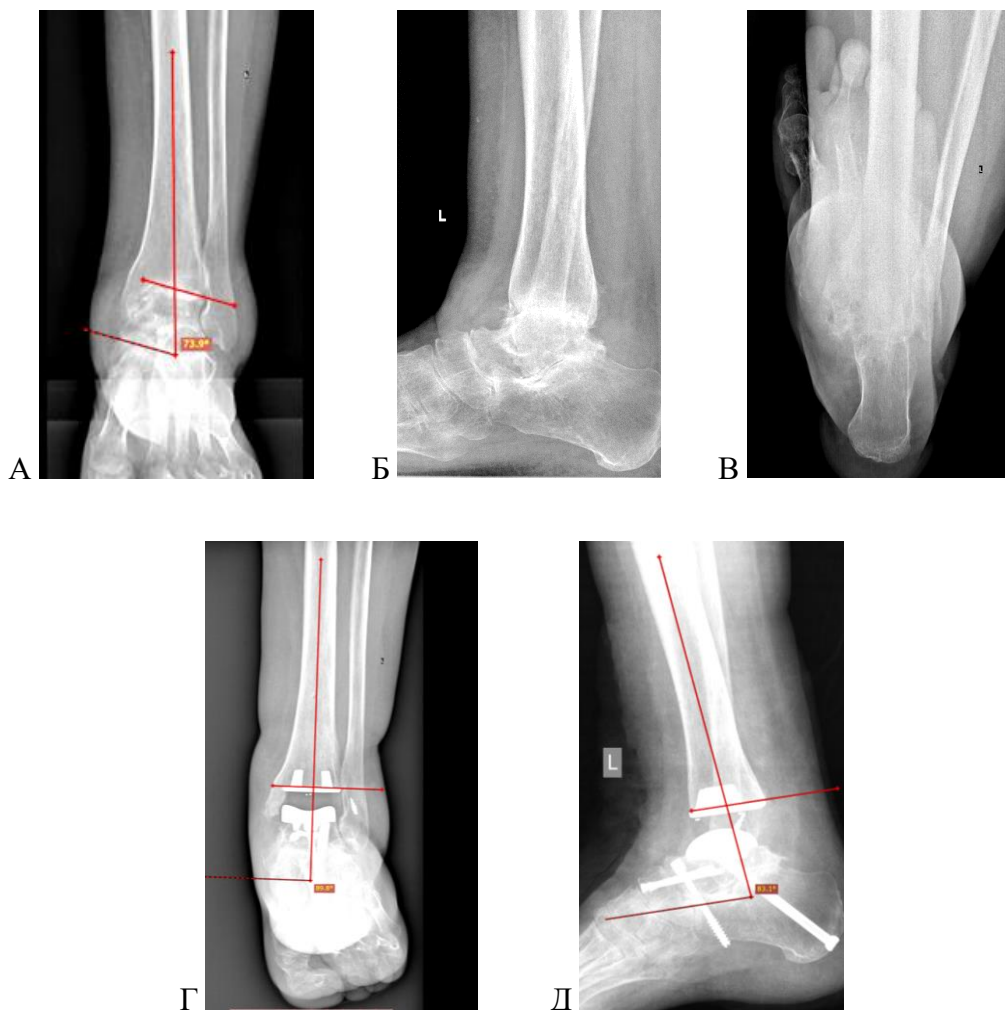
Пациентка 3 (рентгенограммы): А, Б, В – до операции; Г, Д – после операции
